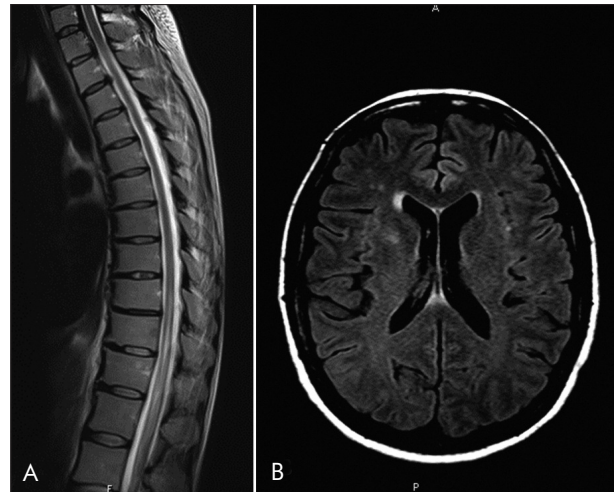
Neuroimaging of Case 1. A. Sagittal MRI of the thoracic spinal cord shows longitudinally extensive, centrally located spindle-shaped T2 hyperintense signals. B. Brain MRI shows a small FLAIR hyperintense signal in the right basal ganglia besides other small frontal hyperintense signals
